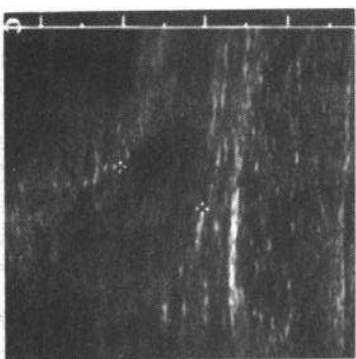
A 超声上的正常阑尾,测量其直径小于 6mm B 和 C 阑尾炎的超声表现: B 阑尾横切面,在非加压的情况下测量其直径大于 1cm(箭示)。C 另一个病人超声图像上阑尾(位于命令号之间)显著扩张,其盲端可辨认,以此可证明此结构是阑尾而不是盲肠和或回肠
